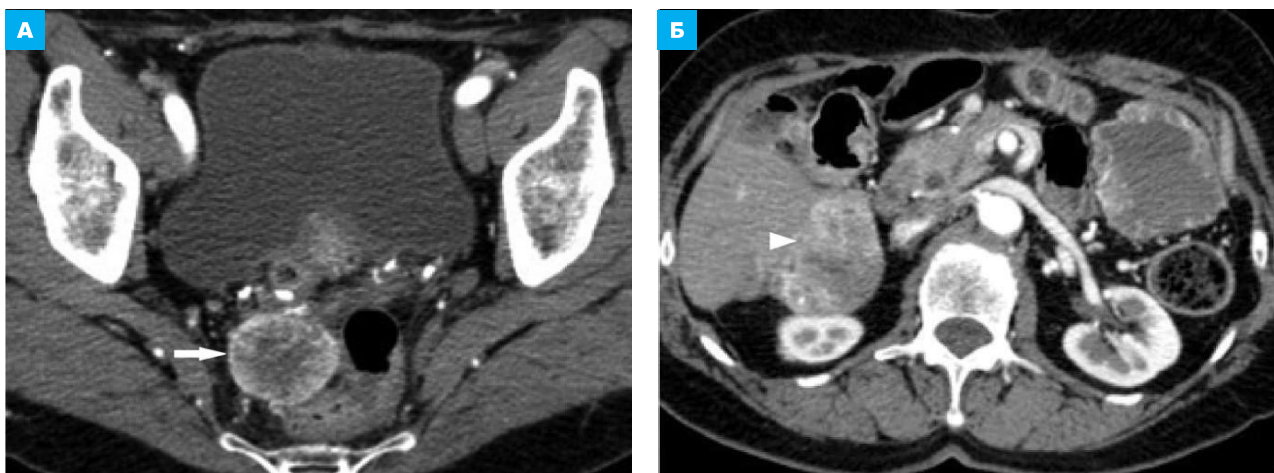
КТ брюшной полости в артериальную фазу КУ, аксиальная плоскость на уровне нижнего этажа и полости таза. Метастазы ГИСО. В пресакральной жировой клетчатке и параректально (стрелка, А), в SVI печени (головка стрелки, Б) вторичные образования с неоднородно гиперваскулярным КУ периферии, с наличием гиподенсных центральных участков
